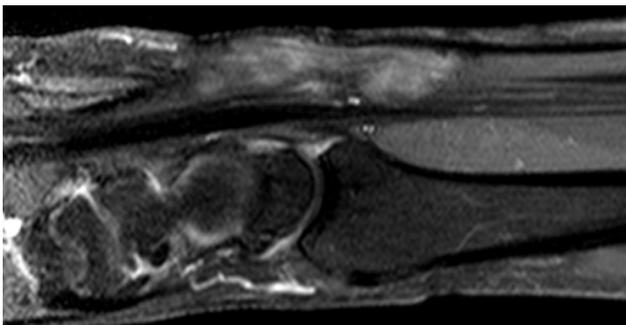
Aspect IRM préopératoire du névrome en continuité du nerf médian mesuré à 47 mm.
